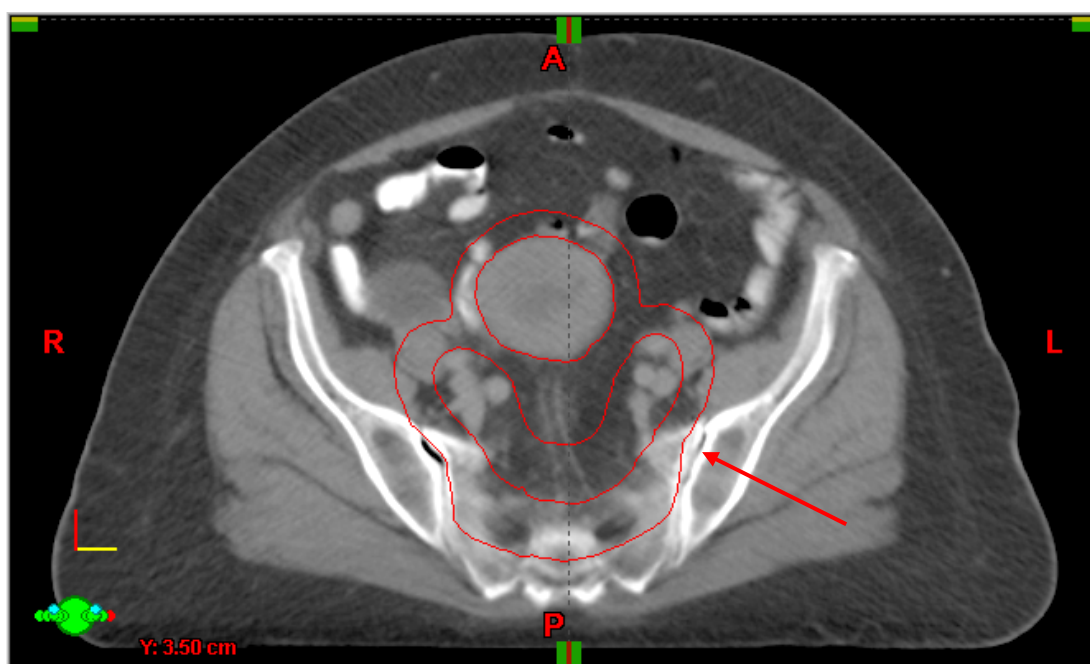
Exemplo do PTV (margem de 1 cm ao redor do CTV) na tomografia de simulação (Id: 04).
